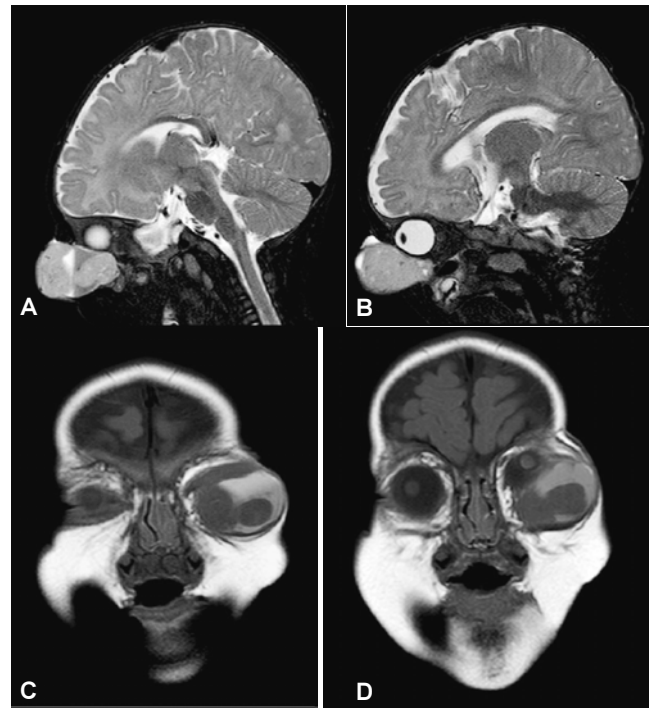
RM en cortes sagitales (A y B) y coronales (C y D). Se identifica la lesión dependiente de los tejidos blandos infraorbitarios izquierdos, con clara interfase con las estructuras óseas de la órbita y el globo ocular.
